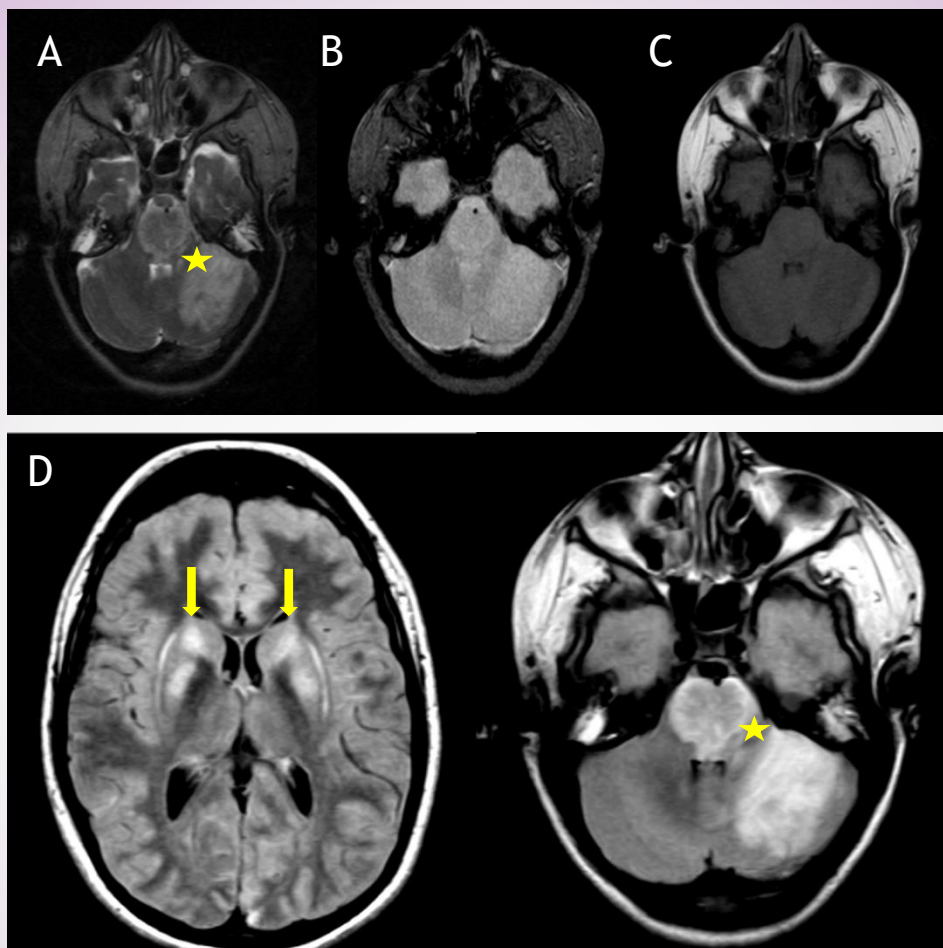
Resonancia magnética cortes axiales A: T2 ; B: GRE; C: T1; D: Flair. Extensa lesión hiperintensa en secuencias T2 y FLAIR en hemisferio cerebeloso superior izquierdo y región pontomesencefálica, compatibles con lesión isquémica subaguda temprana (estrella amarilla). Además se visualiza señal hiperintensa en T2 y FLAIR bilaterales en hipocampos, núcleos estriados y claustrum, que no refuerzan post contraste E.V. Estos hallazgos se interpretan como mielinolisis extrapontina consecuencia de la corrección abrupta del medio interno (fechas amarillas).
